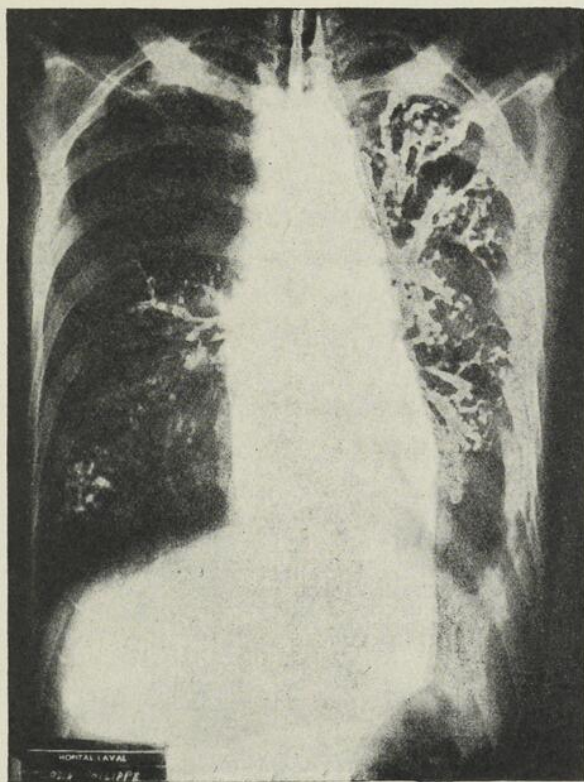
Radiographie prise après injection intra-trachéale de lipiodol. On y voit des dilatations cylindriques aux régions supérieure et inférieure gauches.
